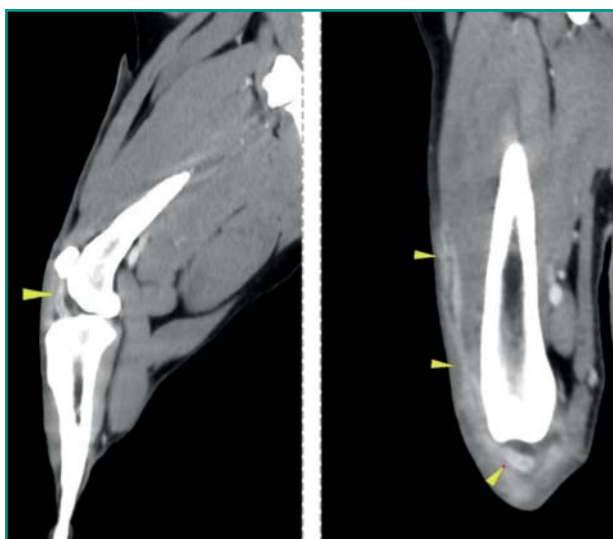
Ricostruzioni TC multiplanari MPR dell'articolazione femoro-tibio-rotulea.
